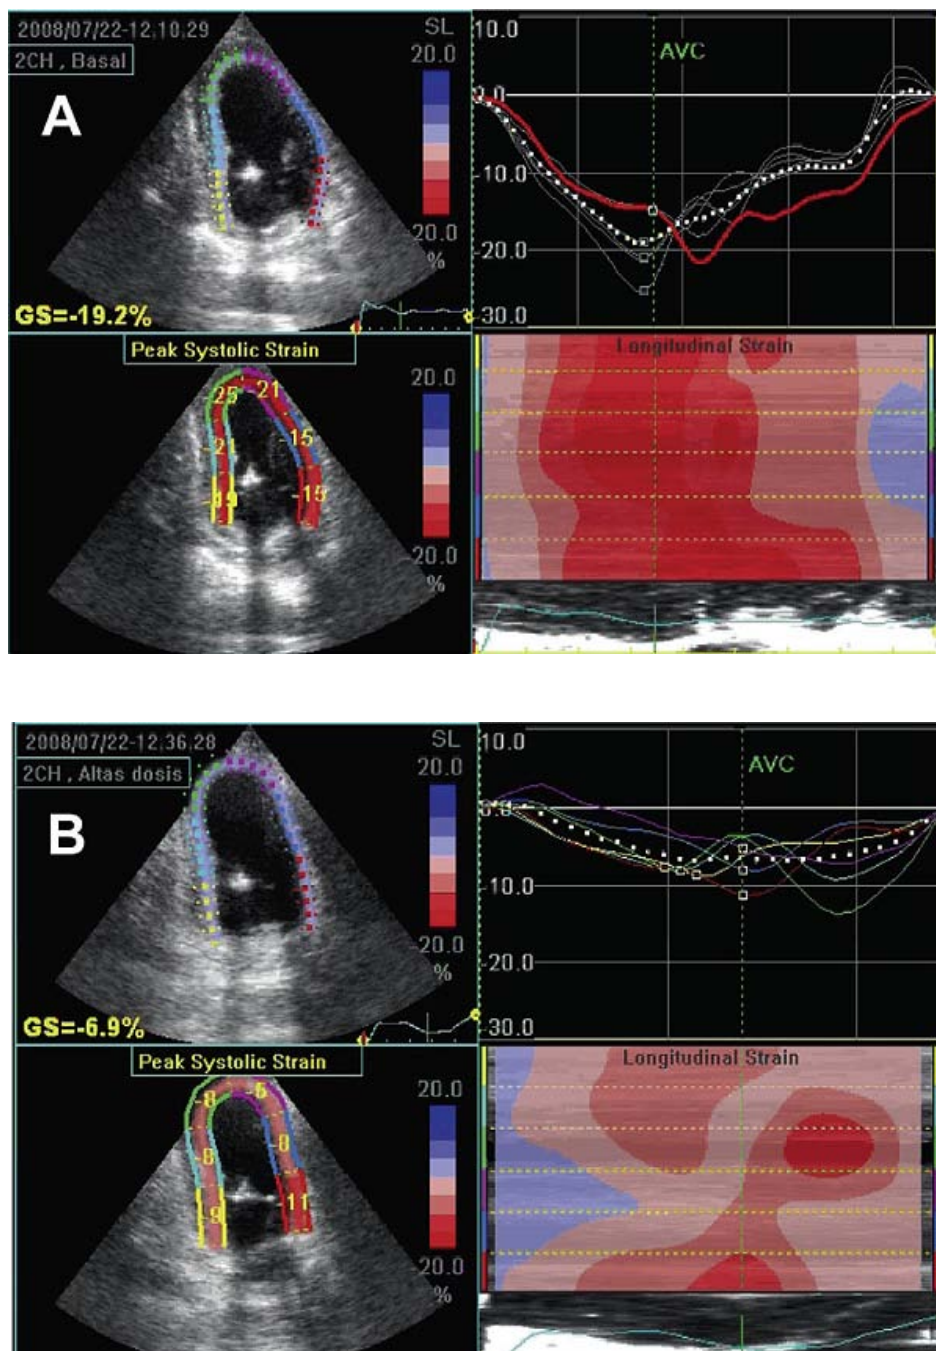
在做冠状动脉结扎后的猪记录到的心尖切面的二维斑点追踪超声心动图，(A)为静息状态，(B)为多巴酚丁胺最大负荷时，可以看出总体长轴应变(GS)减低。用总体应变的速度和向量定量有助于用综合和定量的方式评估运动功能。
